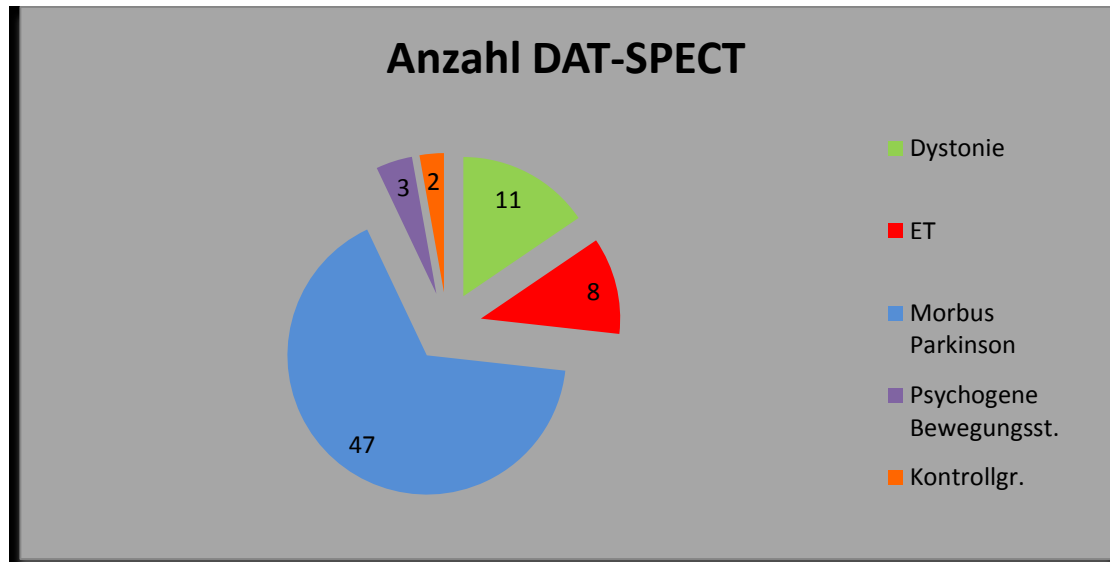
Anzahl DAT-SPECT-Untersuchungen
